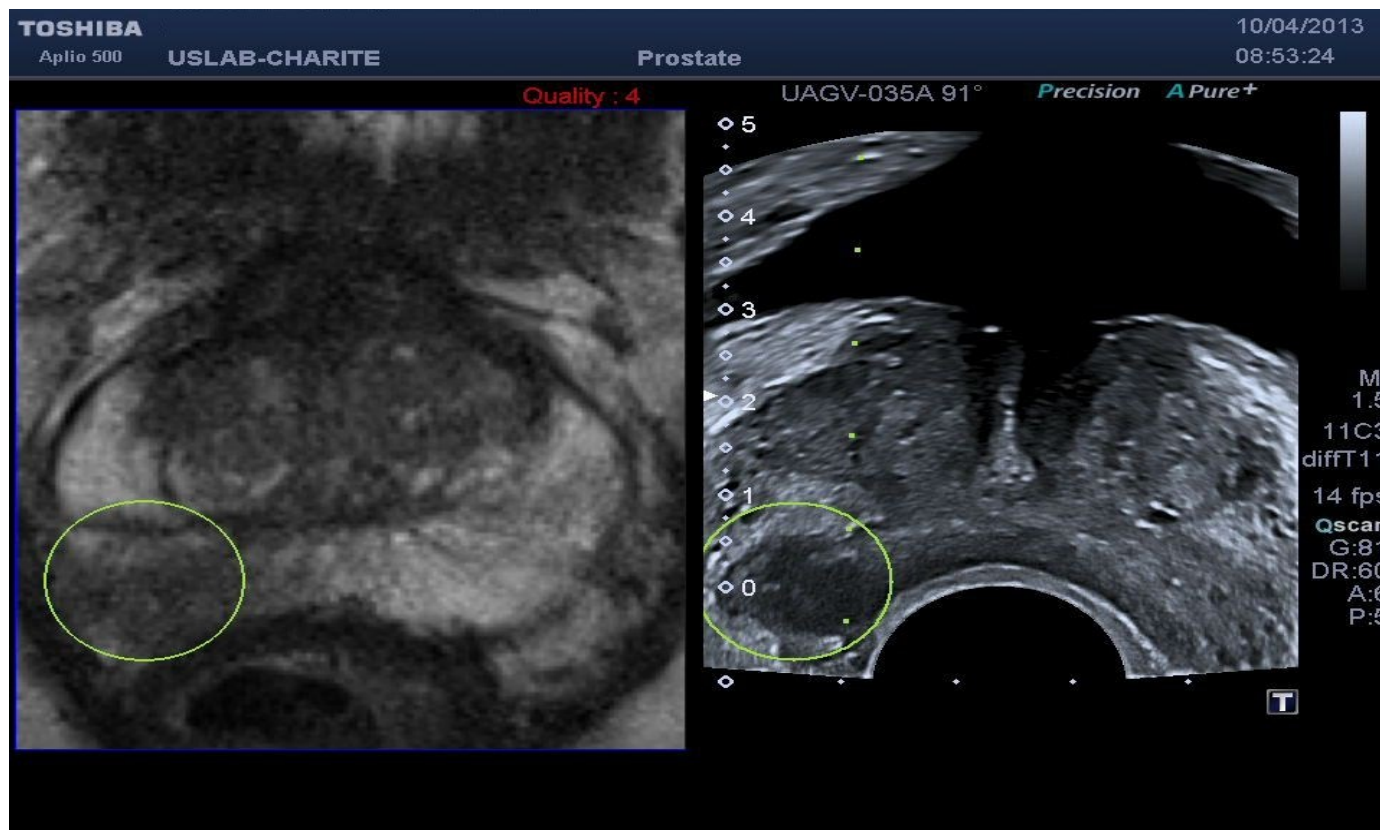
Darstellung eines signalabgesenkten Tumors in der MRT (links in T2 Wichtung), der Befund grenzt sich gut gegen die signalreiche periphere Zone ab, hier ist das Prostatakarzinom am häufigsten zu finden. Korrespondierendes Ultraschallbild (rechts), der grüne Ring markiert in beiden Techniken den Tumor. Im Ultraschall grenzt sich der Befund ebenfalls dunkel (in der Fachsprache echoarm) ab.
